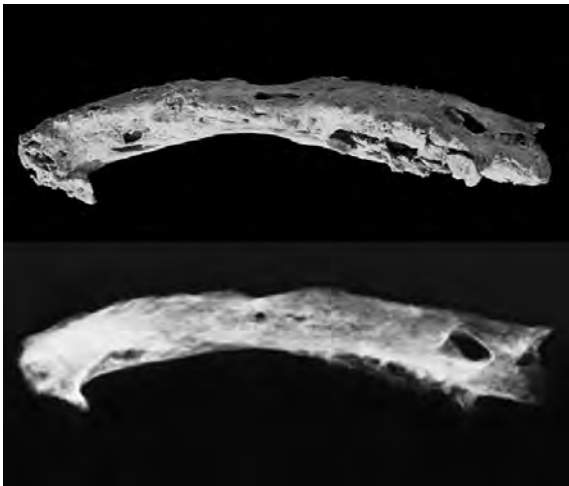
Clavícula dreta afectada d'osteomielitis posttraumàtica. A baix, radiografia que confirma la reacció òssia citratitzant.
